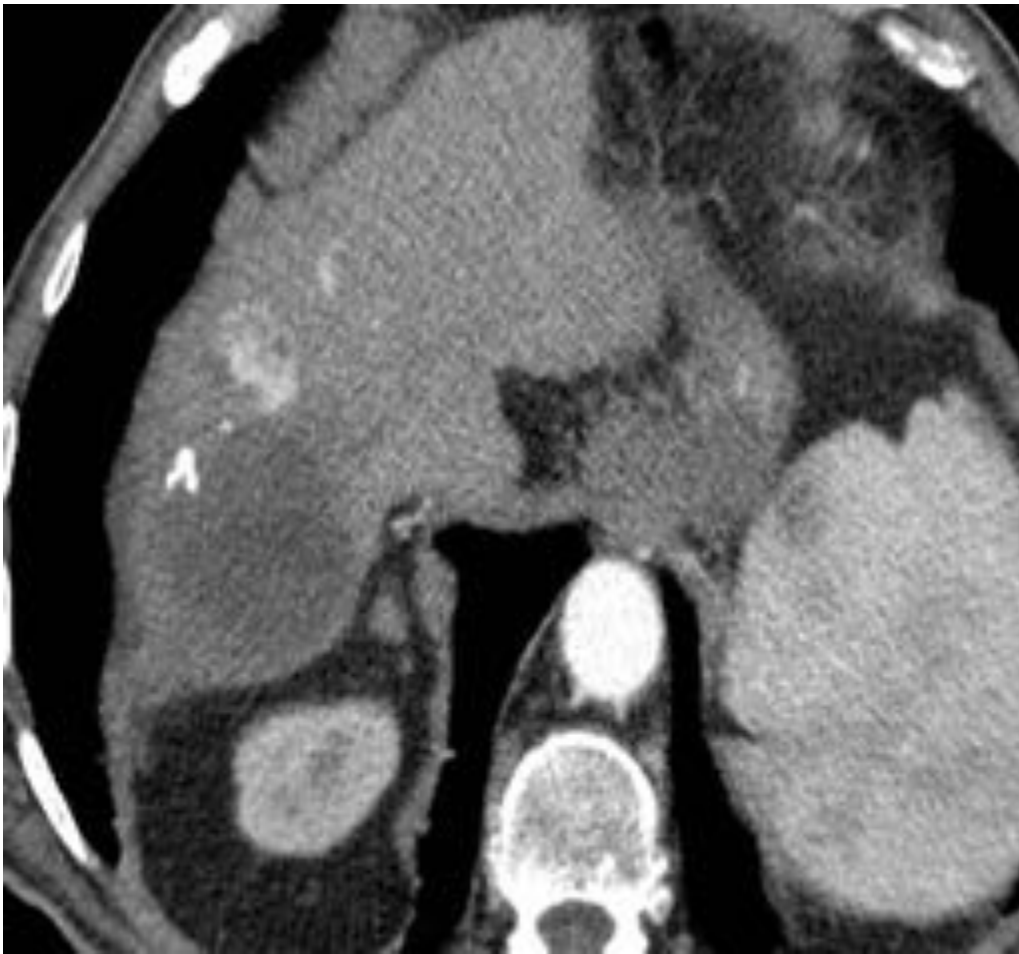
Enfermedad Progresiva.TC con contraste; CHC en el segmento VIII (1). TC con CIV 2 meses postTACE (2), se observan cambios postTACE, sin evidencia de recurrencia.TC con CIV un año
